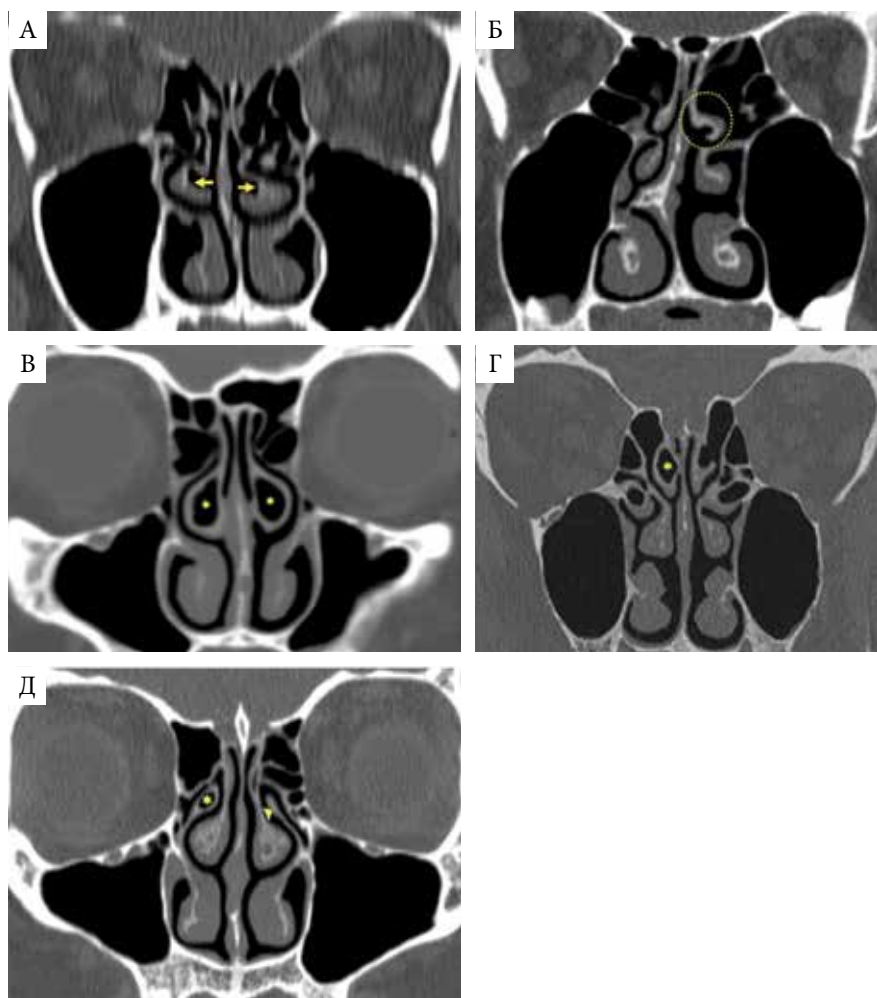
Варианты анатомии структур решетчатой кости (МСКТ, коронарная проекция): А – парадоксальный изгиб средних носовых раковин (стрелки); Б – парадоксальный изгиб верхней носовой раковины; В – двусторонняя пневматизация (*) средней носовой раковины (*concha bullosa*); Г – пневматизация правой верхней носовой раковины (*); Д – правый крючковидный отросток пневматизирован (*), в отличие от левого (стрелка)
